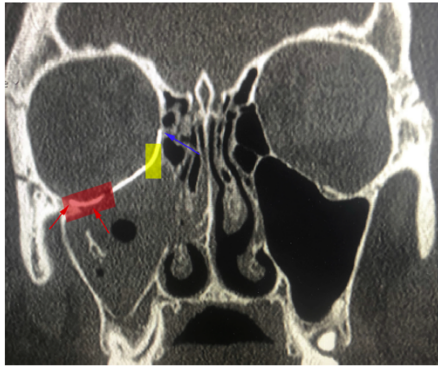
A) TAC coronal postoperatorio que ilustra las áreas claves reconstruidas mediante una placa personalizada. La extensión lateral (flecha roja) de la fractura a menudo es deficiente con las placas disponibles en el mercado, la articulación medial es precisa (flecha azul) y la curva de la placa en la unión pared inferior y medial es precisa (zona amarilla)
